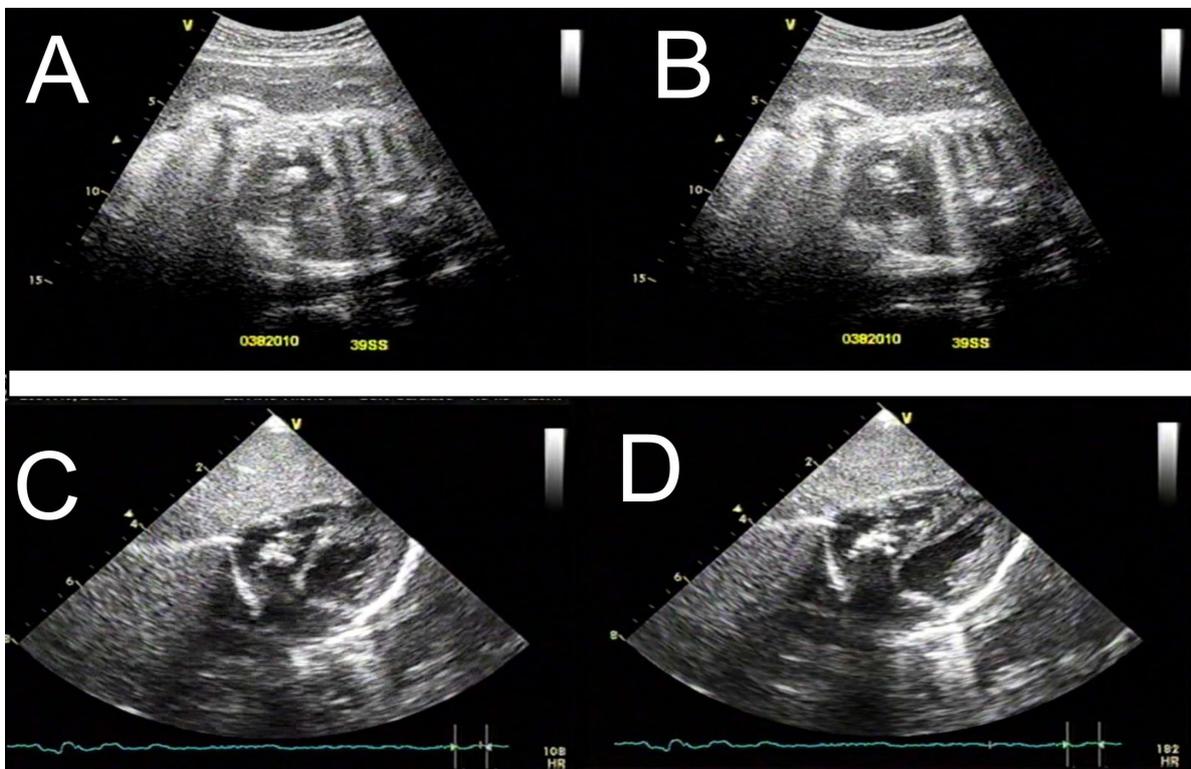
A y B: Imágenes de la ecocardiografía fetal; C y D: Ecocardiografía neonatal, ambas demuestran la tumoración localizada en el velo septal de la válvula tricúspide.
